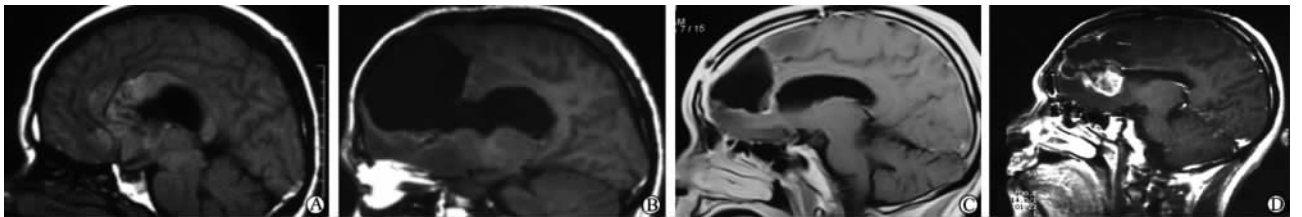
胼胝体胶质瘤患者手术前后 MRI 影像学改变
